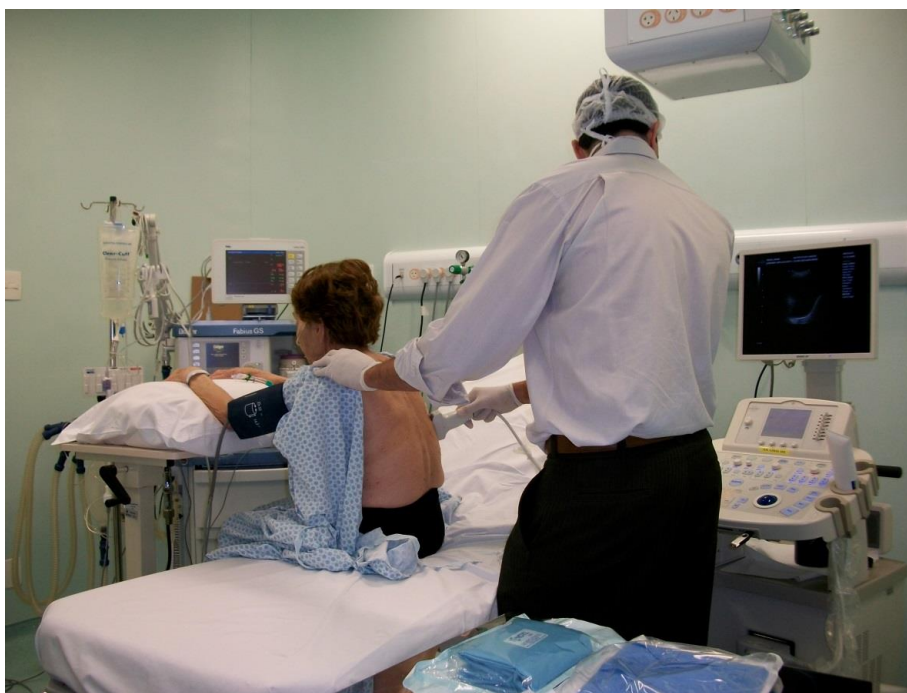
Realização do exame de ultrassonografia torácica para guiar local de inserção do cateter pleural.
